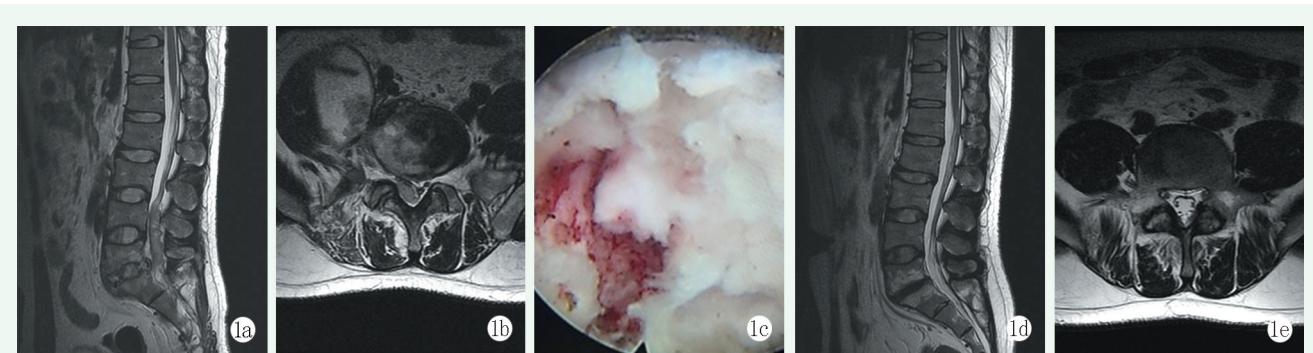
患者，男，30岁，腰椎结核伴椎管内脓肿，右侧腰大肌脓肿 1a, 1b: 术前 MRI 示 L₅ 病变，椎管内脓肿，腰大肌脓肿 1c: 椎间孔镜下行病灶清除，引流术，镜下所见 1d, 1e: 术后 1 年半 MRI 示 L₅ 病灶静止，椎管内脓肿消失
